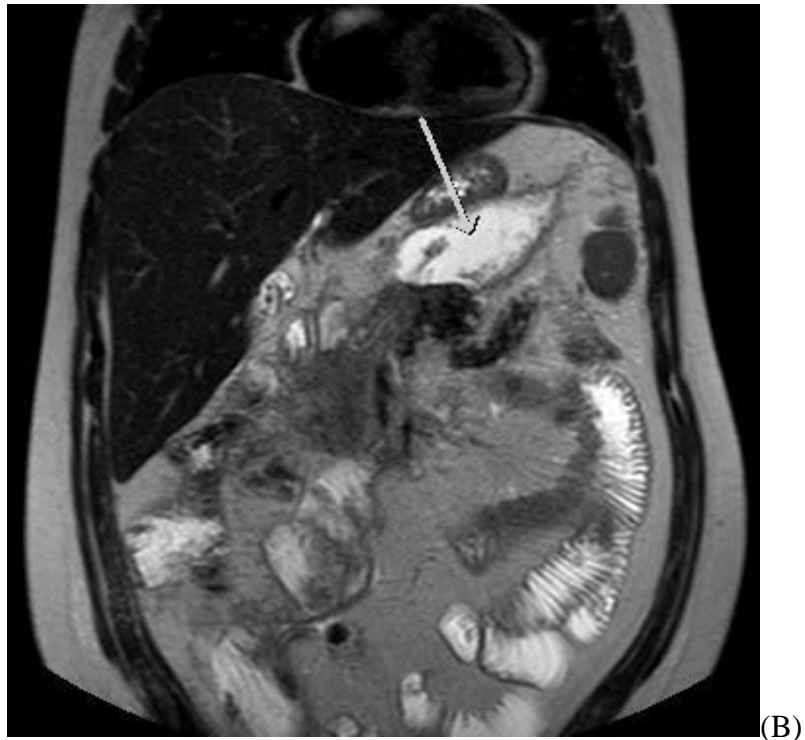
28.4b: RM na sequência ponderada em T2 nos planos axial e coronal, em paciente com pancreatite aguda com mais de 4 semanas de evolução, demonstra coleção entre o corpo do pâncreas e estômago, de paredes espessadas e com debris relacionados à restos necróticos no seu interior, compatível com necrose pancreática delimitada. A diferença para pseudocisto é o conteúdo interno heterogêneo; aspecto que é melhor demonstrado na RM.
